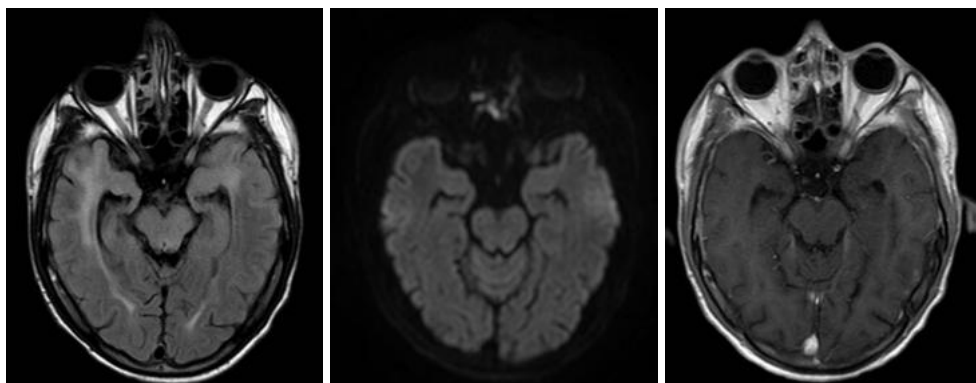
Ressonância de crânio – múltiplas sequências
